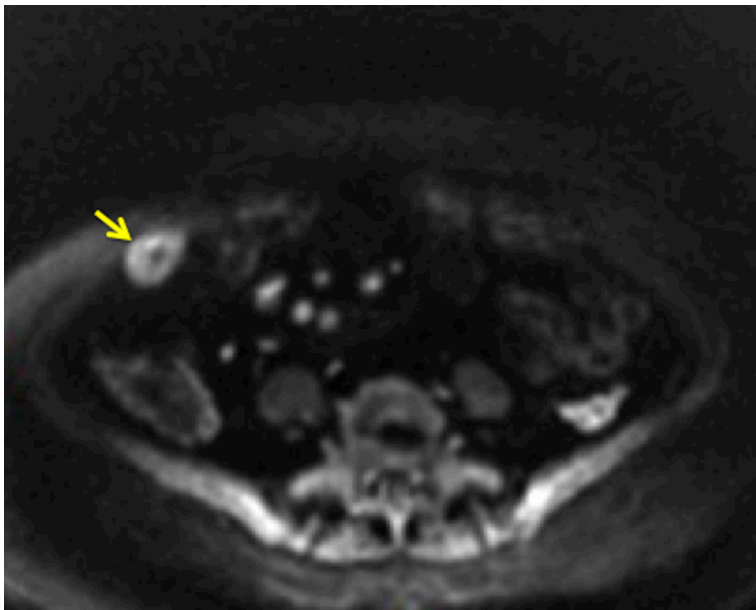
Secuencia DWI 500-b en plano axial, se señala restricción de la pared en el lado derecho que significa edema (flecha).
